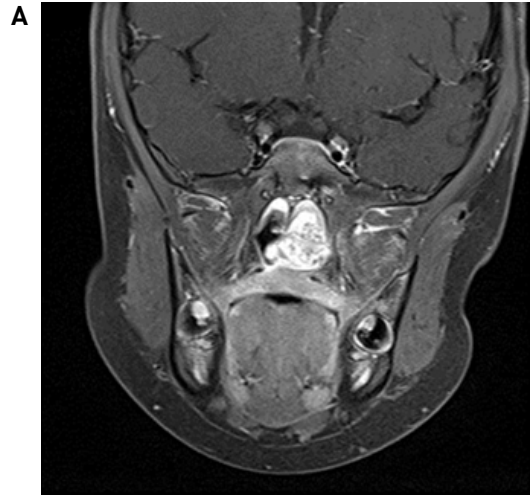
PNS MRI showing the left nasopharyngeal neoplasm. High signal intensity mass in the T1 enhanced coronal view (A) and intermediate signal intensity mass in the T2 coronal view (B).
